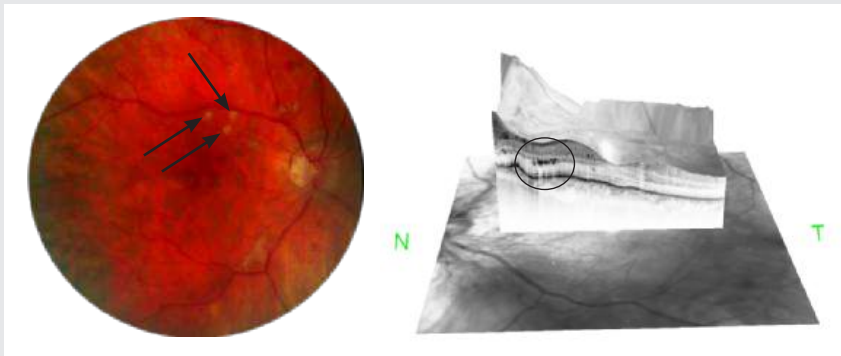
Fundusbild sowie optische Kohärenztomographie eines Patienten mit hypertensiver Retinopathie. Das Fundusbild zeigt Cotton-wool-Herde (Pfeile) sowie enge Arterien. In der optischen Kohärenztomographie sind Exsudate der Netzhaut (Kreis) zu erkennen
